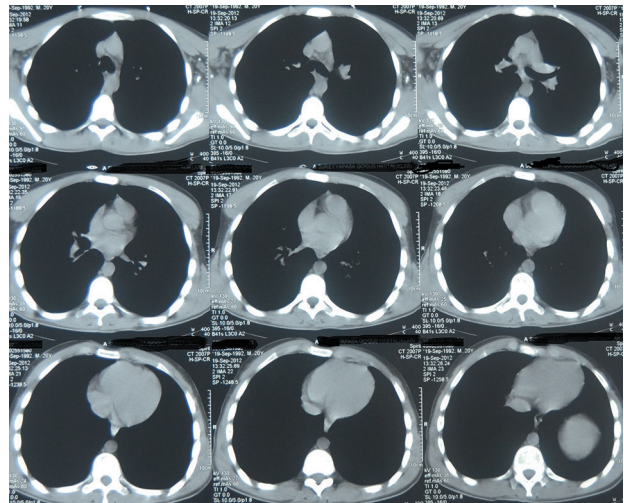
Plevral drenaj sonrası çekilen toraks bilgisayarlı tomografi grafiği
